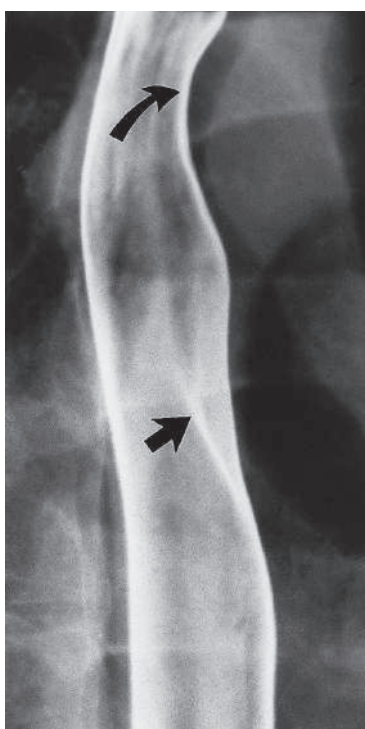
Рентгенограмма пищевода с двойным контрастированием. В норме заметно вдавление на пищеводе от аортальной дуги (закругленная стрелка) и левого главного бронха (прямая стрелка)
